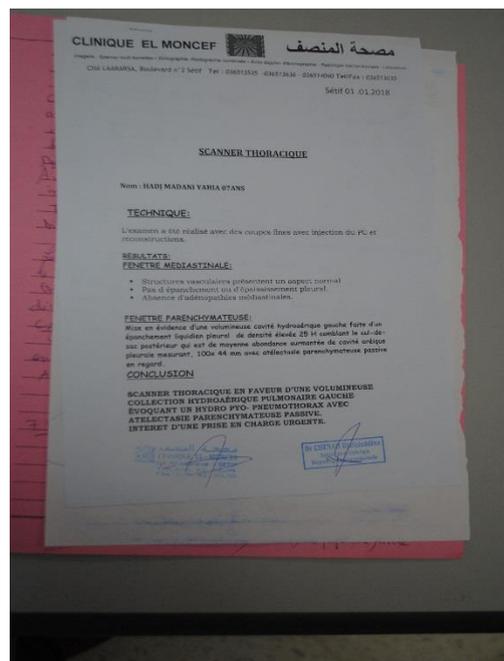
compte rendu TDM thoracique.
